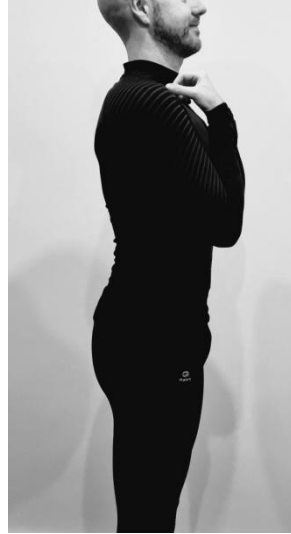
Posición para radiografía lateral.
